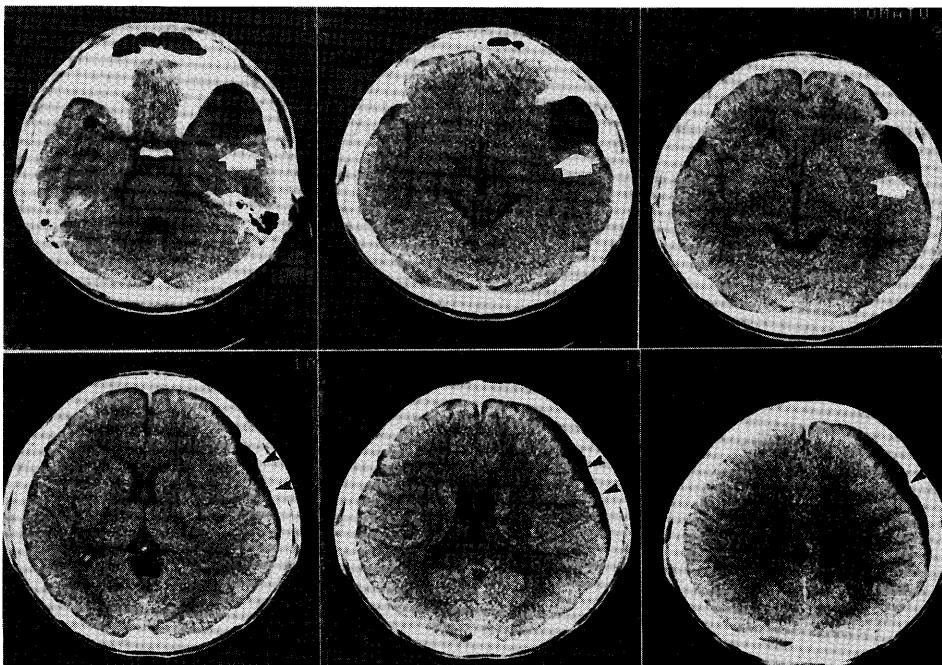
The second X-ray CT study. Subdural hematoma is demonstrated as a crescent shaped, low density area (arrow heads) in the tomographic scans adjacent to and above those of the arachnoid cyst (arrows). Mild shift of the midline structures and collapse of the ipsilateral ventricular system can be seen.
